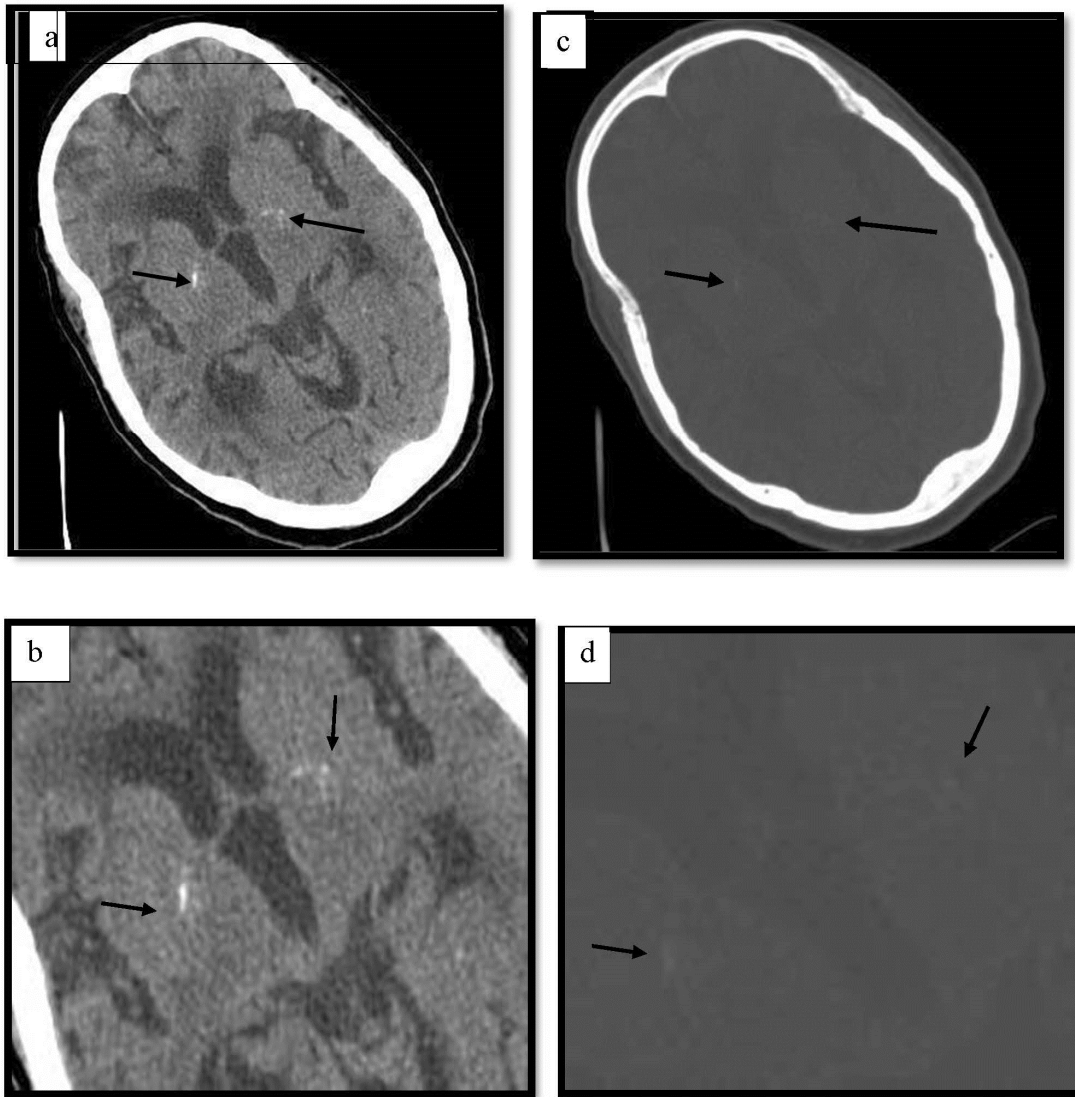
TDM cérébrale en contraste spontané, fenêtre osseuse (c,d) et parenchymateuse (ab), coupe axiale, en faveur de calcifications de noyaux gris centraux de façon bilatérale, symétriques (flèches noires) chez un patient âgé de 72 ans aux antécédents de diabète et d'hypertension artérielle .
